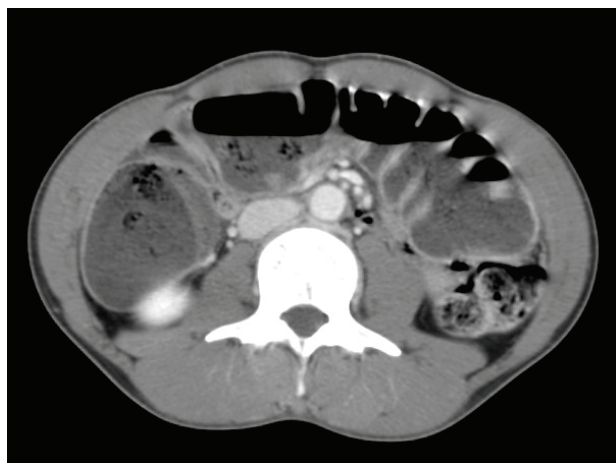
(Case 1) Abdominal CT shows marked bowel distension and fecal materials without definite obstructive lesion.
